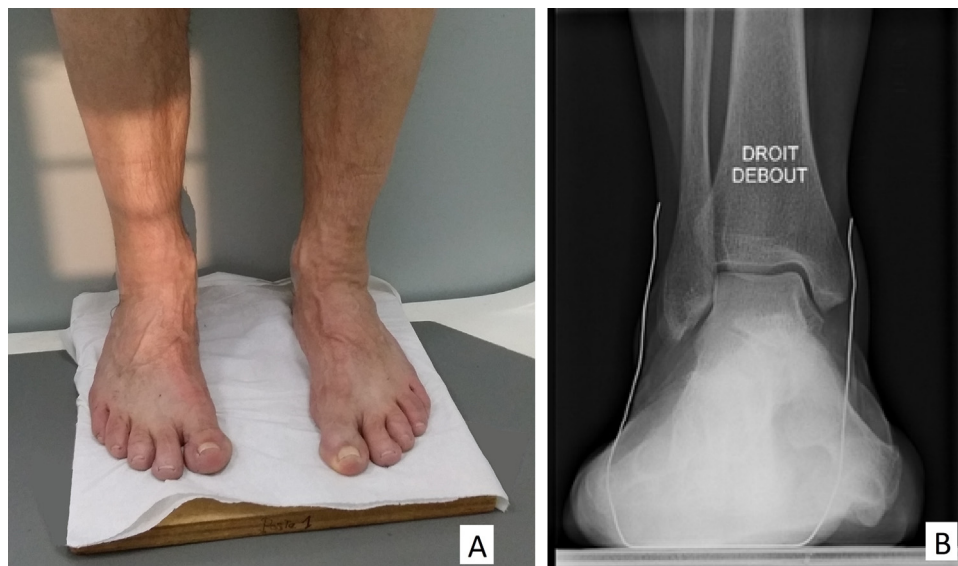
Clichés cerclés de Meary : A. Installation du sujet. B. Exemple d'une radiographie de cliché cerclé de Meary.
